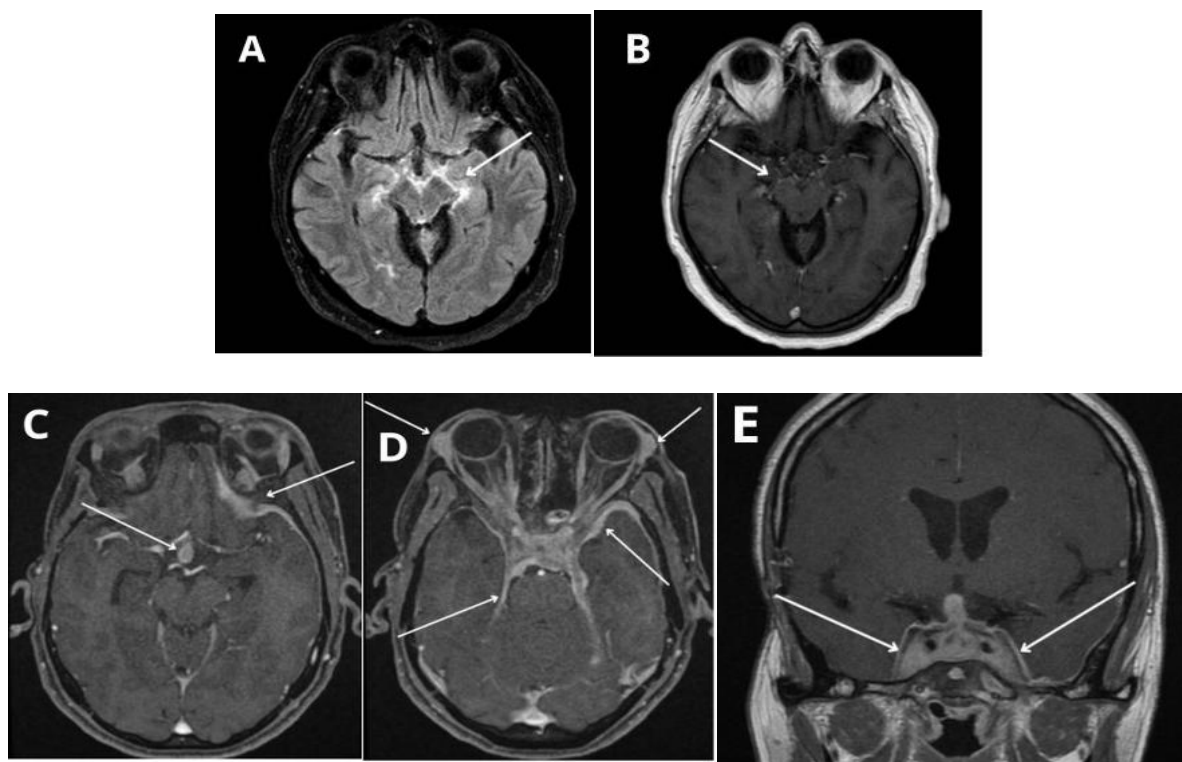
Imagens de RM em casos imunomediados. (a) Axial FLAIR e (b) Axial T1, captação paquimeníngea perimesencefálica além leptomeníngite em região parietal direita: HP associada ao fator reumatóide – Caso 6. (c) Axial T1, acometimento meníngeo frontal esquerdo e hipófise, (d) Axial T1, realce ambas glândulas lacrimais, além de espessamento difuso dural bitemporal, ambos seios cavernosos e da tenda do cerebelo e (e) Coronal T1, captação nodular da hipófise, bem como acometimento seios cavernosos e temporal esquerdo: HP associado ao IGG4 – Caso 7.
